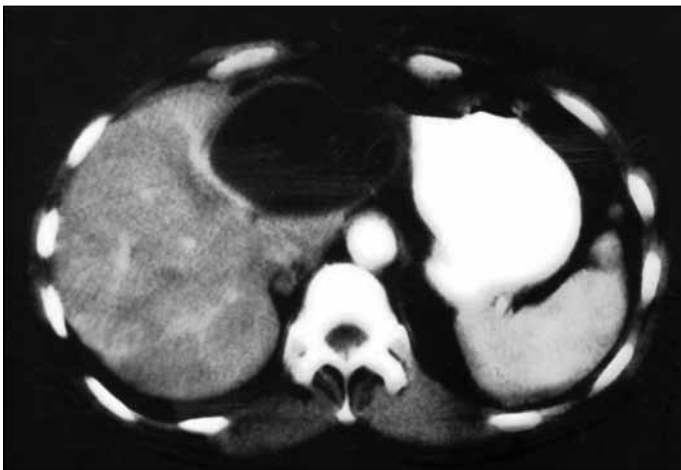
Contrast-enhanced tomographic image of hydatid disease filling the left lobe of liver
